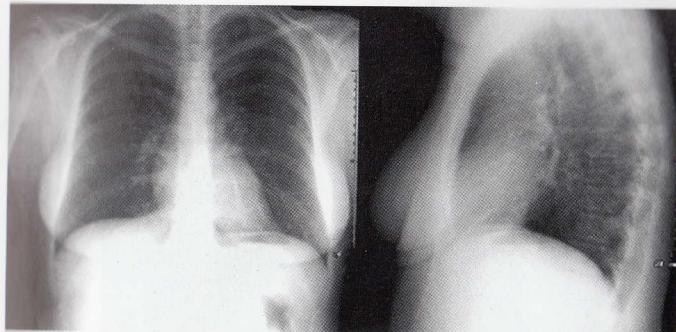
Radiografie toracică în incidentă PA și inspir profund.
